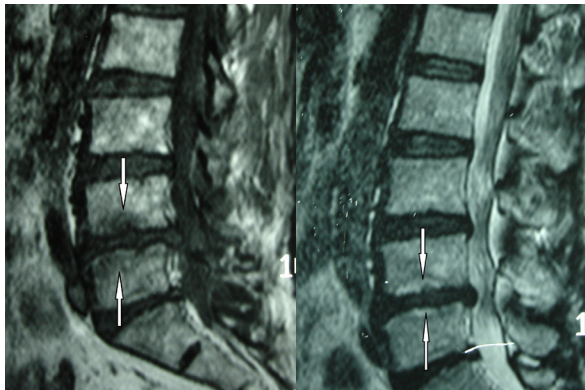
A hypointense lesion in endplates of the L4 and L5 vertebrae in T1-W sagittal MRI (a), and the same lesion were seen hyperintensely in T2-W sequence (b) points Modic type I change.
